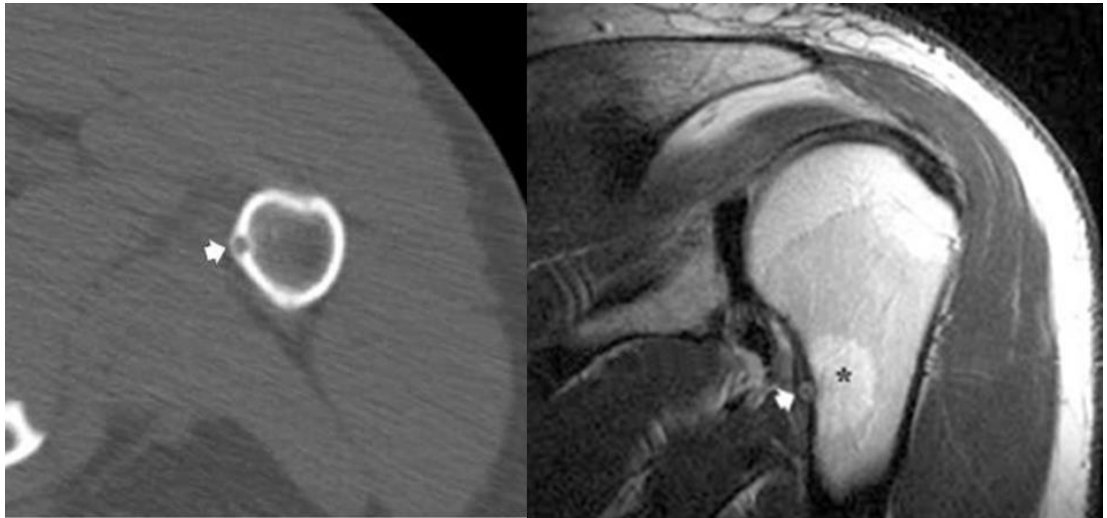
Остеїдна остеома. КТ в аксіальній площині і МРТ постконтрастне T133 плечової кістки у фронтальній площині – в метадіафізарній зоні кістки визначається обмежений гіперостоз із наявністю центрального інтракортикального "нідуса" з неоднорідним гіподенсним ядром, яке чітко візуалізується на МРТ (стрілка) і відокремлено зоною набряку (зірочка).
